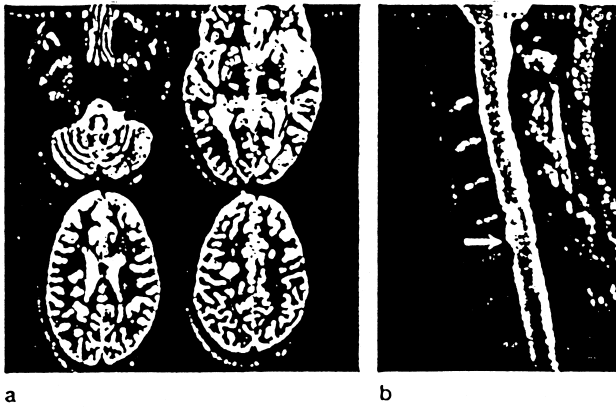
MRT. T2 - gewichtete Aufnahme bei Multipler Sklerose.
